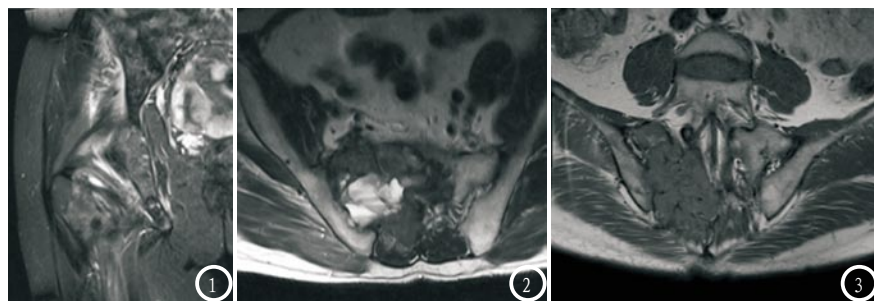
乳腺癌骨盆多发转移,破坏髂髌关节、髌关节的MRI图像;图2 脊索瘤破坏髂髌关节MRI图像;图3 脊索瘤破坏髌关节的MRI图像。
